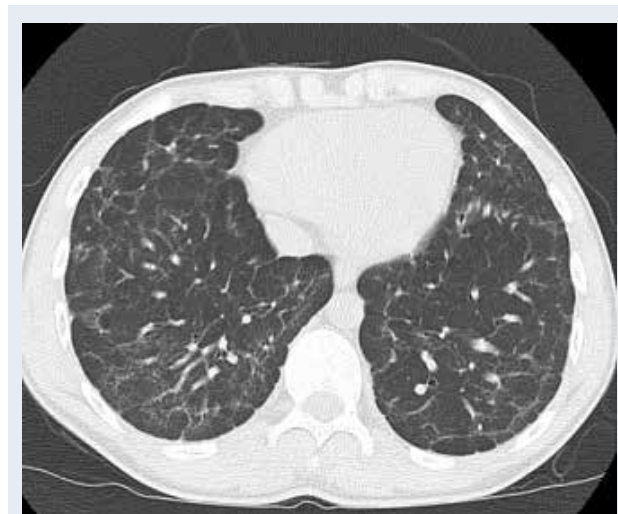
Компьютерная томограмма больного К., 17 лет. Гиперчувствительный пневмонит, хроническое течение.
